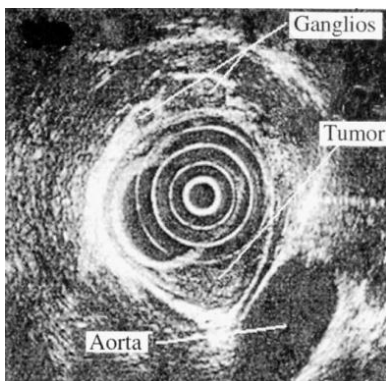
Ultrasonido endoscópico con la posibilidad de hacer biopsia dirigida por punción del propio tumor o de las adenopatías
